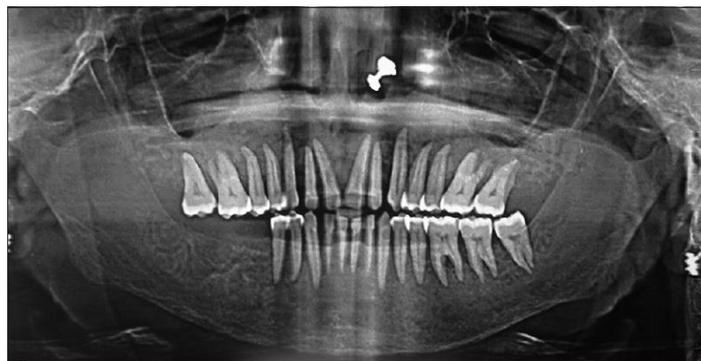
une radiographie panoramique prise après extraction de la 47 montre un amincissement cortical au niveau maxillaire et mandibulaire. ^[10]
